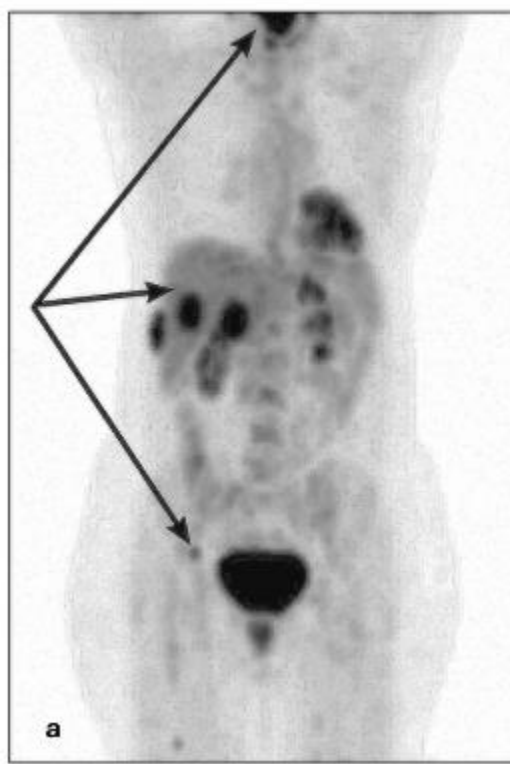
Лимфома Ходжкина: а - на ПЭТ-томограмме до лечения отмечается множественное поражение печени и лимфатических узлов (стрелки); б - на ПЭТ-томограмме через 6 мес после химиотерапии отмечается полная ремиссия
